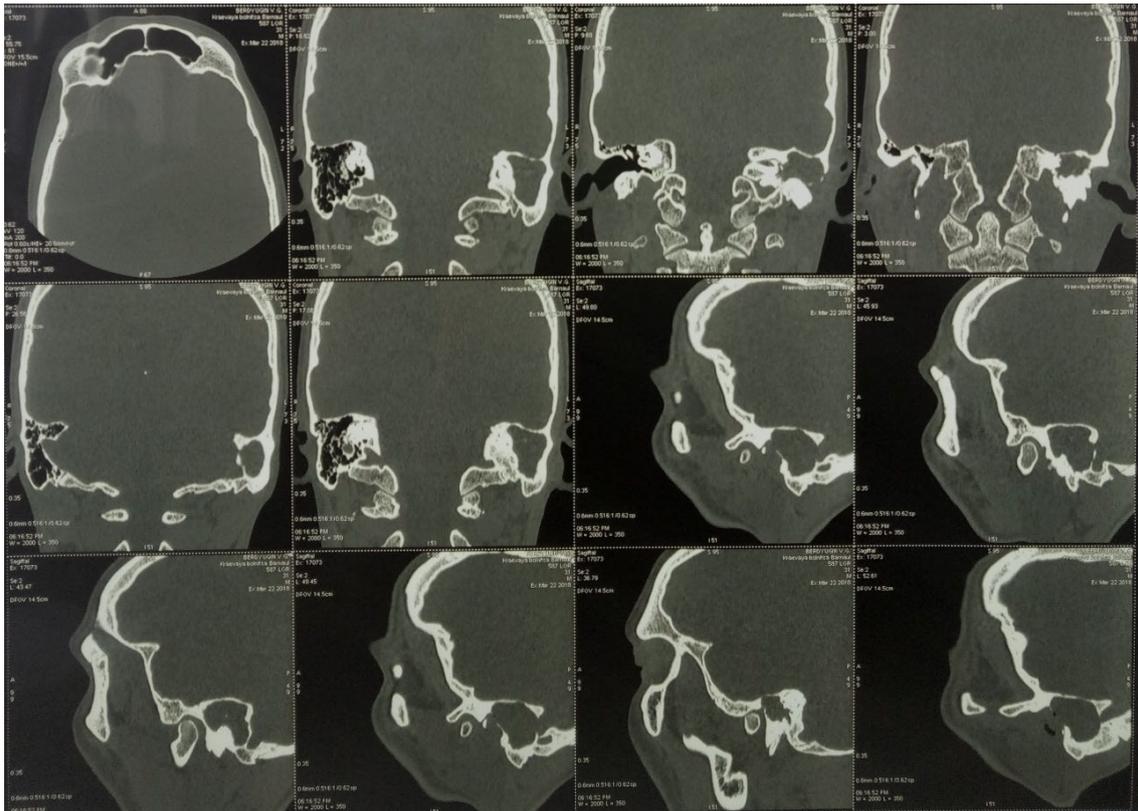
МСКТ височных костей: определяется полость деструкции неправильной формы размером 25*24*29 мм, с наличием гиподенсного компонента плотностью 60 HU, определяется истончение стенок пирамиды височной кости, деструкция задней стенки наружного слухового прохода (по типу естественной радикальной полости).
